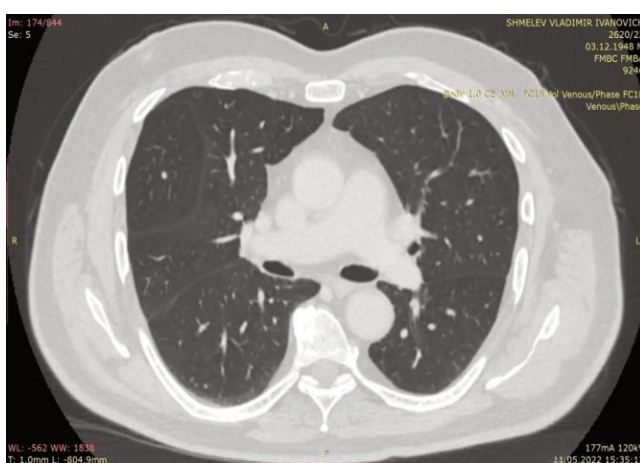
КТ грудной клетки и брюшной полости с в/в контрастированием. Метастаз в S2 и S6 правого легкого, билобарное поражение печени
